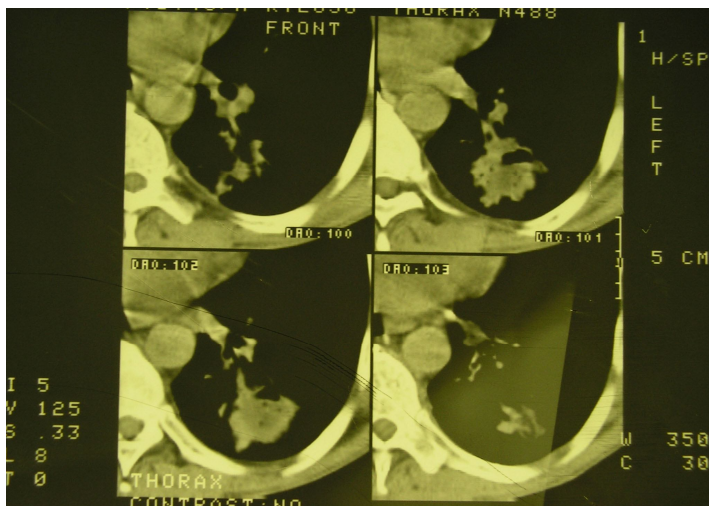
То же наблюдение. КТ лёгких: в левом лёгком в S6 определяется образование, плотностью + 30 единиц НУ, диаметром до 8 см, контуры его неровные, в центре имеется полость, стенки полости толстые, неравномерные, имеется дорожка к корню, в котором определяются увеличенные лимфатические узлы, методика контрастного усиления показала увеличение контрастности тени. Заключение: объёмное образование левого лёгкого в S6 с полостью распада, которое по плотности может быть абсцессом или периферическим раком, необходимо динамическое наблюдение.
